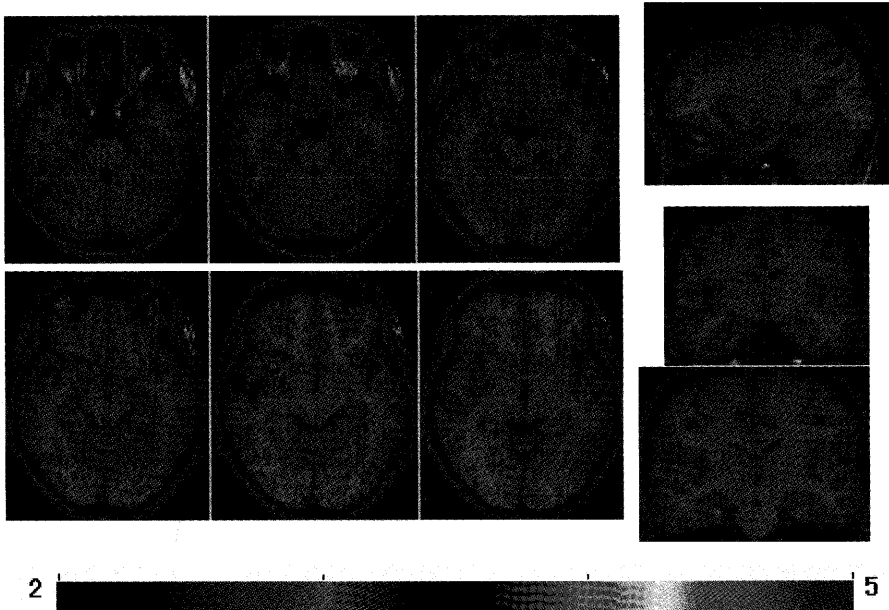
側頭葉てんかん患者の発作期と発作間欠期の脳血流 SPECT の SISCOM 解析
